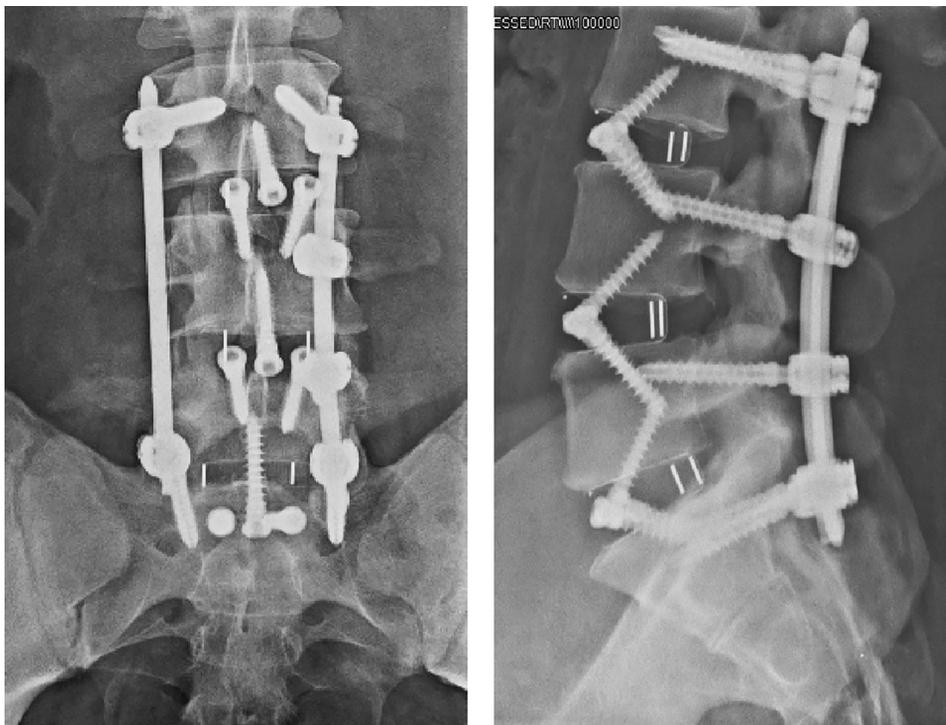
Caso exemplo de ALIF a 3 níveis – L3-L4, L4-L5 e L5-S1–com caixas com 3 parafusos integrados e fixação transpedicular posterior percutânea. Radiografia em incidência anteroposterior e perfil.
